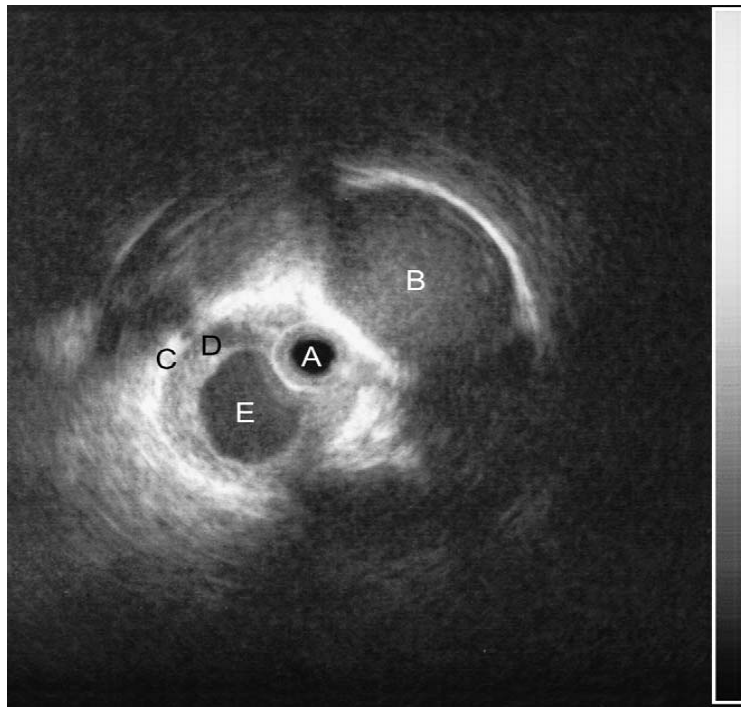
balayage échoendoscopique montrant la sonde échographique (A), la lésion kystique dans le foie (B), la paroi de la voie biliaire (C), la lumière de la voie biliaire (D), et lésion kystique dans la voie biliaire (E) [57].
